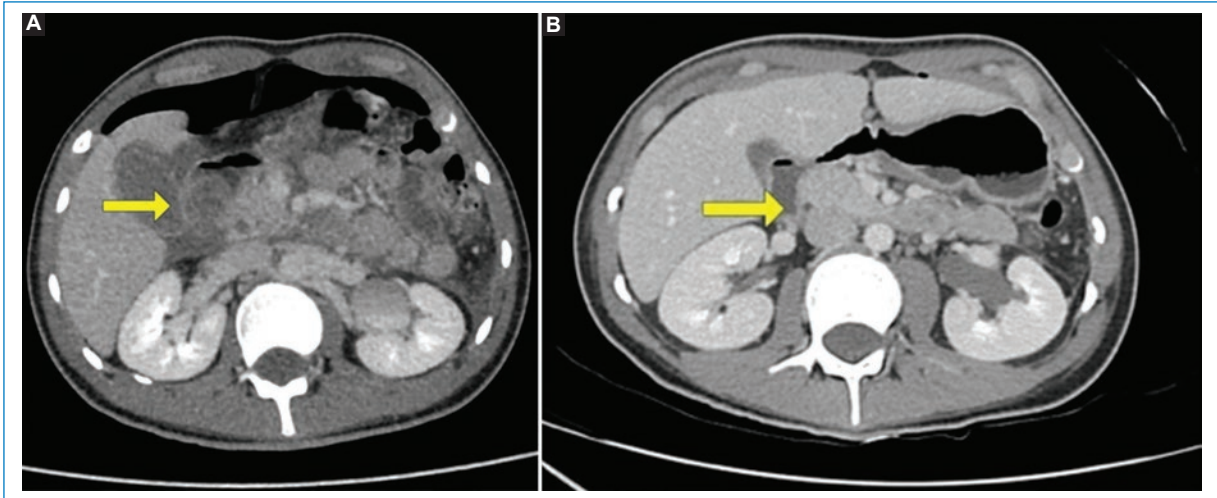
A: tomografía computarizada de abdomen y pelvis con contraste intravenoso, hematoma duodenal de la segunda y tercera porción del duodeno que protruye hacia la luz del bulbo duodenal (flecha amarilla). B: tomografía computarizada de abdomen y pelvis con contraste intravenoso de control, resolución completa del hematoma (flecha amarilla).
